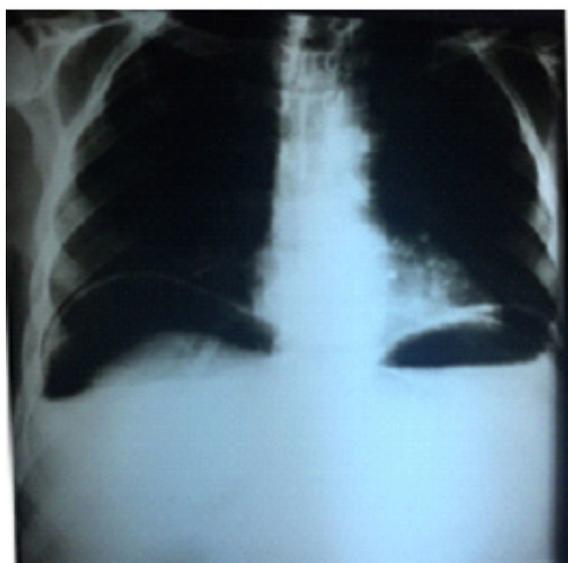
Radiografia de tórax demonstrando pneumoperitônio à direita (autoria própria).
